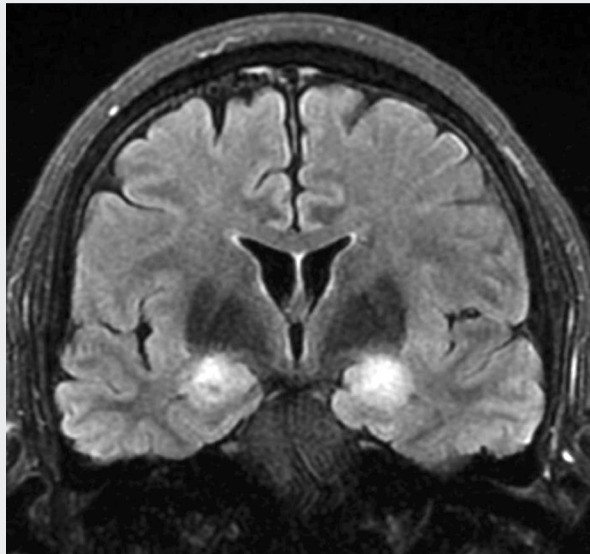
Mesiotemporale FLAIR-Hyperintensität bei limbischer Enzephalitis als Ursache eines amnestischen Syndroms
